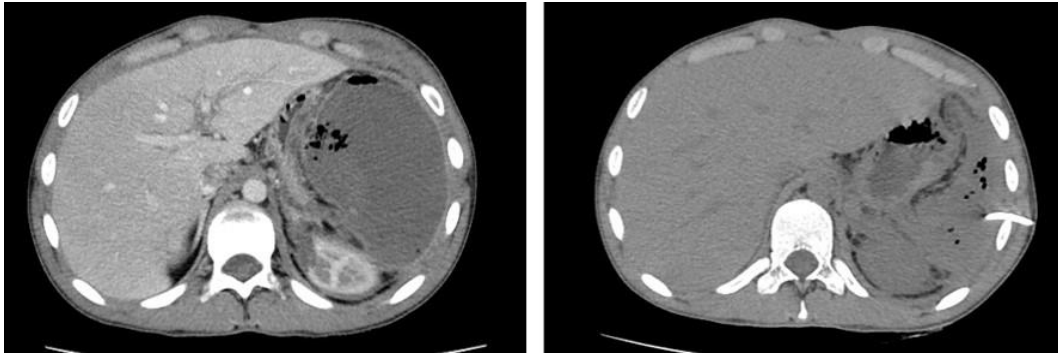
Tomografías computadas en las que se observa un absceso esplénico y su drenaje percutáneo.
